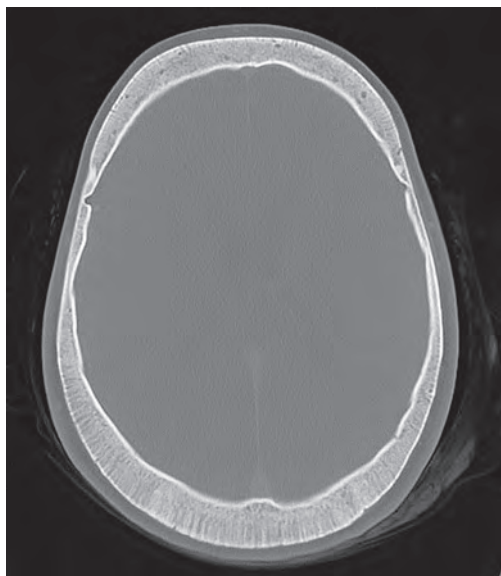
Талассемия. КТ, аксиальные срезы. В теменной и затылочной костях определяется исчерченность наружного слоя кости, напоминающая щетину щетки.
